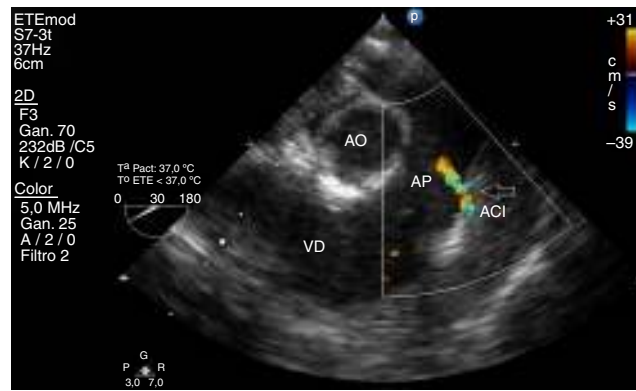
Ecocardiografía transesofágica. Se observa la salida de la arteria coronaria izquierda (ACI, flecha) originándose en el tronco de arteria pulmonar (AP).
